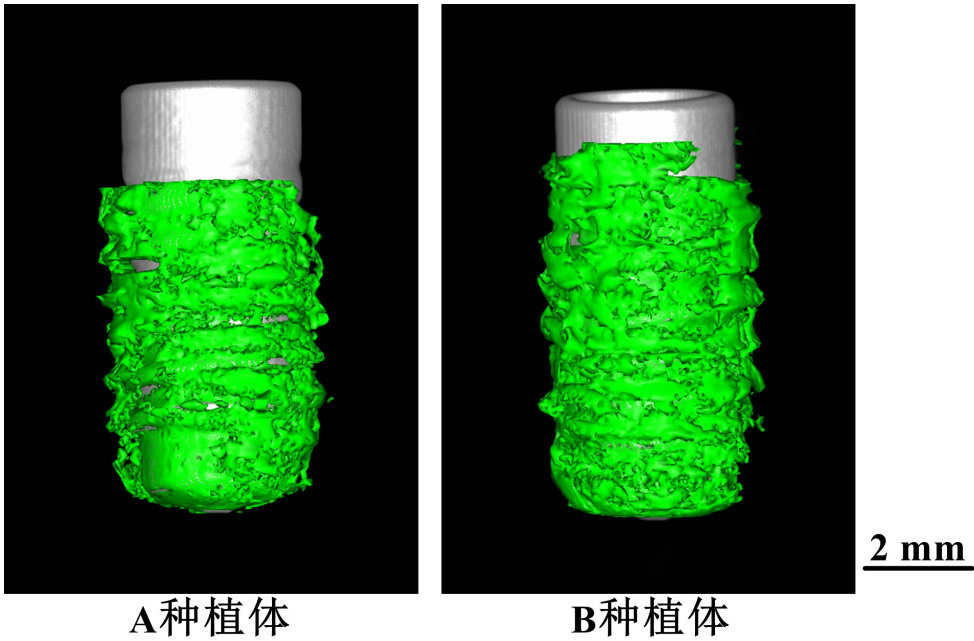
显微 CT 展示大鼠下颌角骨缺损处新生骨立体图。
